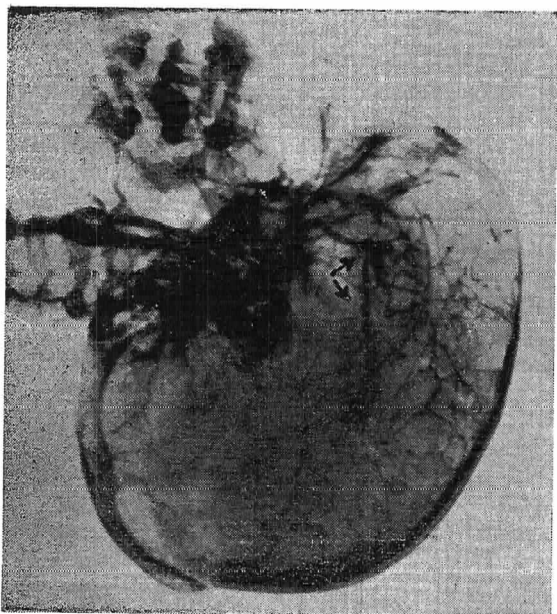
Radiografía postoperatoria del caso 2. Nótese la neña (craniotomía).
